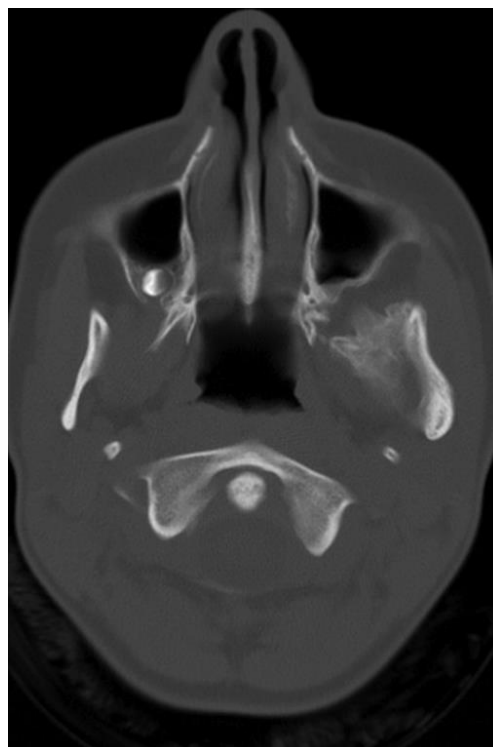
CBCT axial 3 mois post-opératoire(39)
